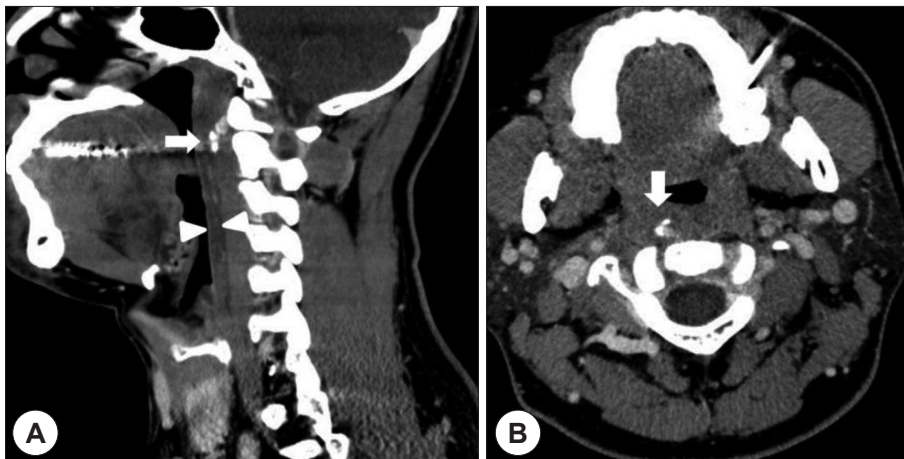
Contrast-enhanced neck CT. Sagittal view (A). Axial view (B). Focal cloud-like calcifications on anterior to C1-C2 (arrow) and retropharyngeal fluid(arrow head) was observed.
